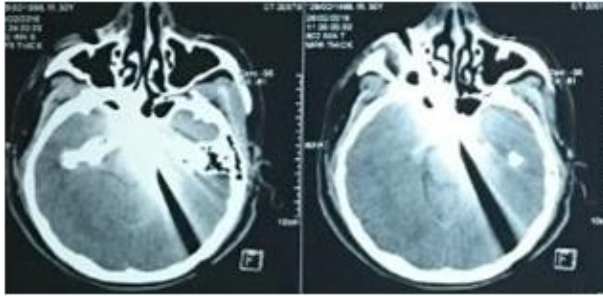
TAC de encéfalo, con artefacto de distorsión por presencia de arma blanca.
